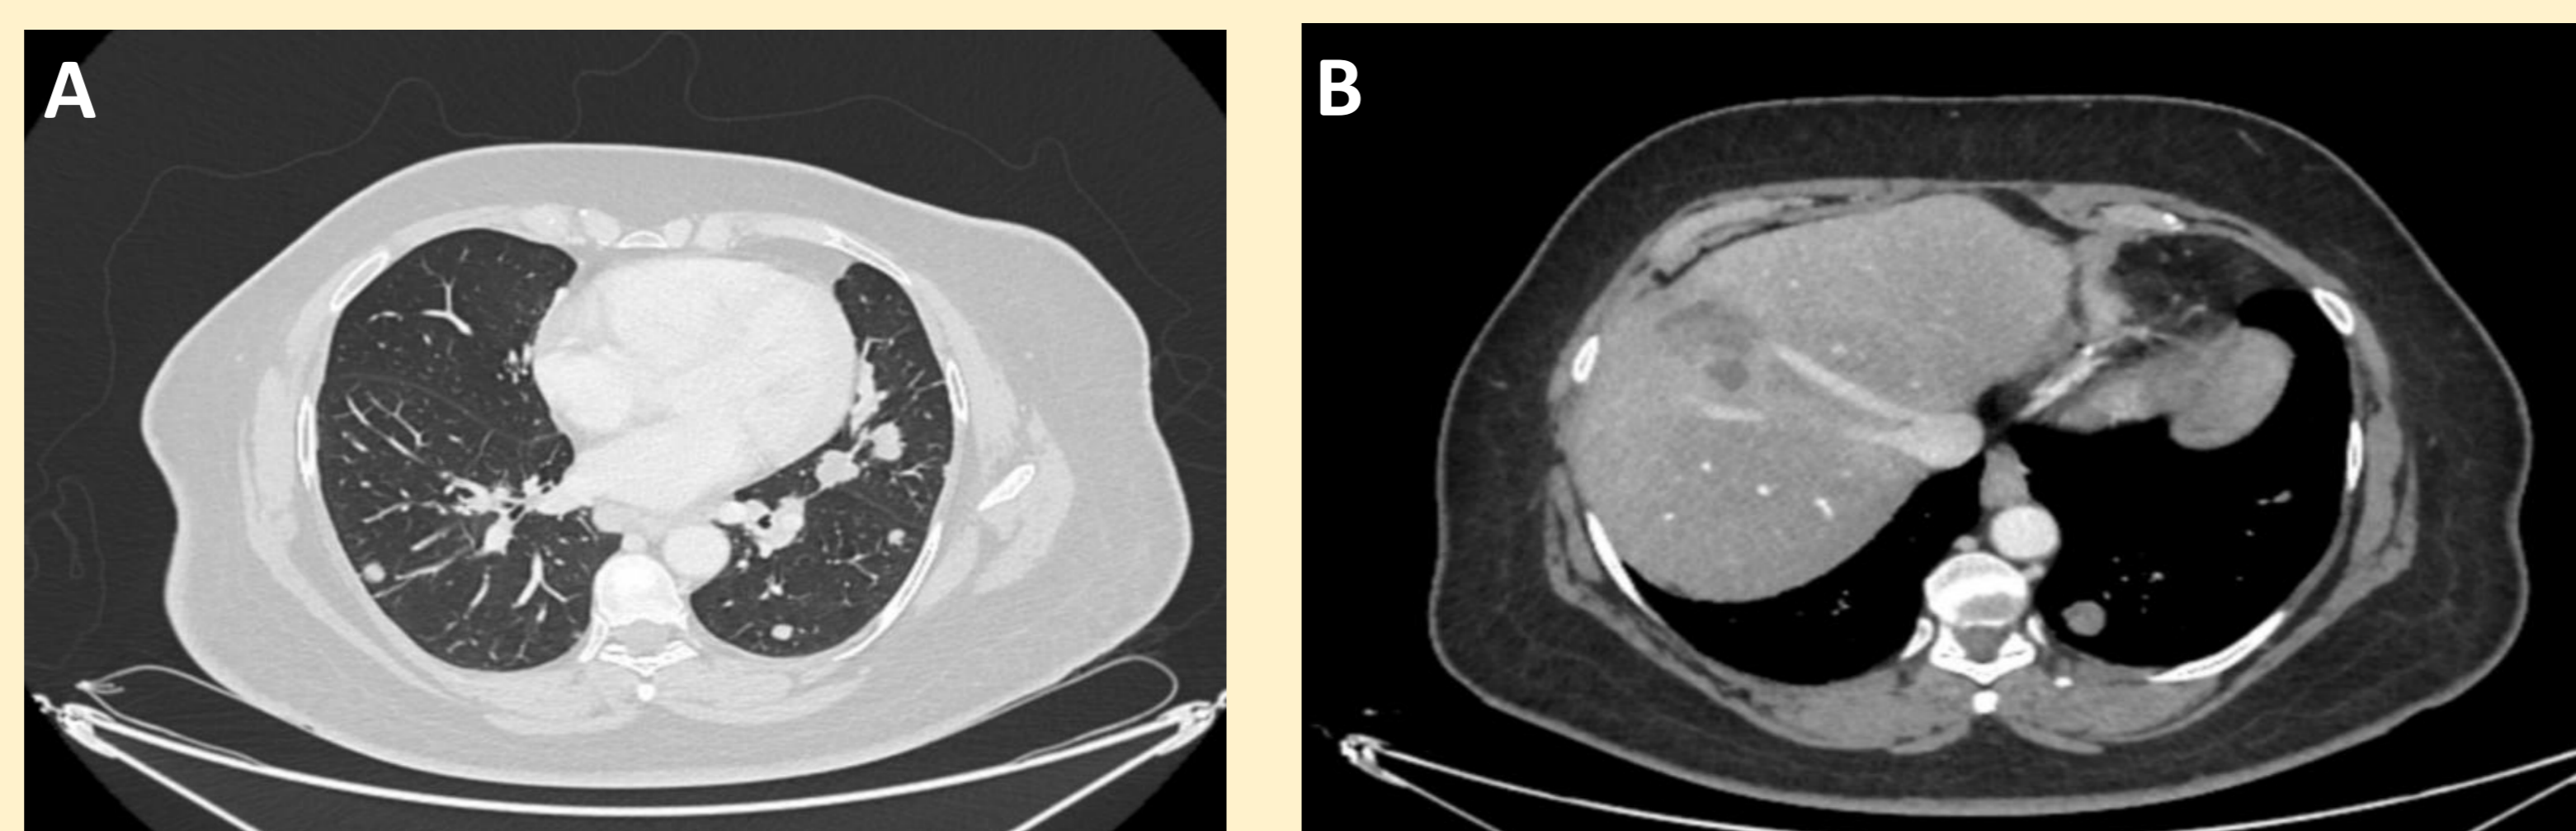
Cortes axiales de TC realizado en septiembre-2022 que muestra la progresión de la afectación pulmonar (A) y hepática (B) durante el tratamiento con Pembrolizumab.
